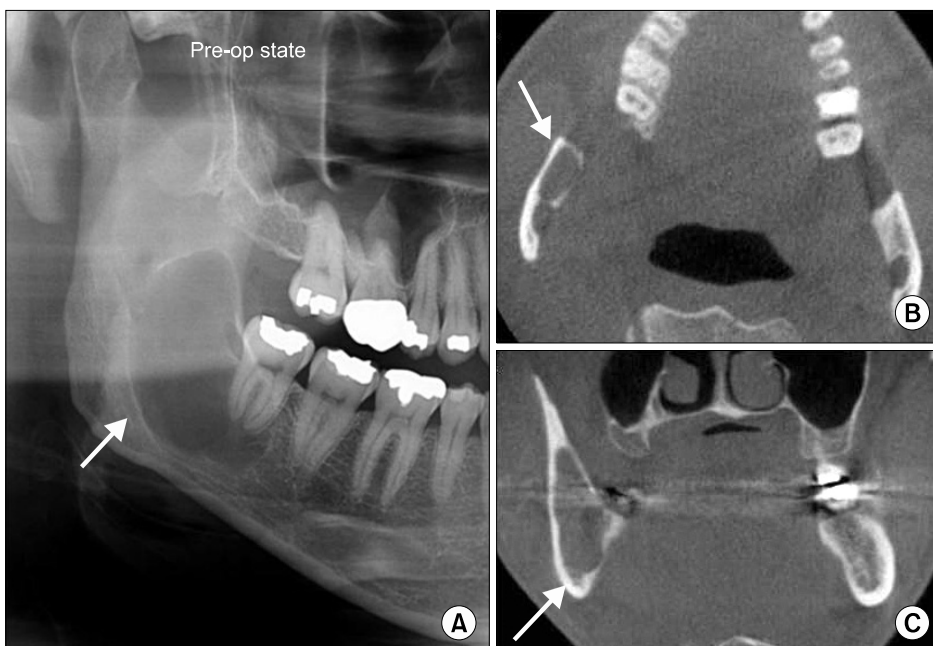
Preoperative (pre-op) radiographic examination revealed a moderate-defined cystic radiolucency (A~C: white arrows) on #48 distal area. (A) Panoramic radiography. (B) Axial view. (C) Coronal view.
